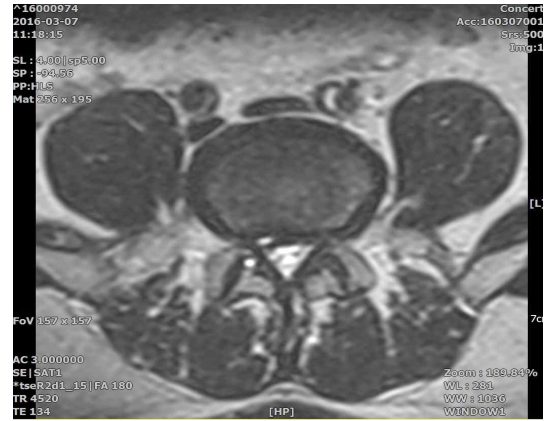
T2 image of L-spine MRI at L4-5 level
